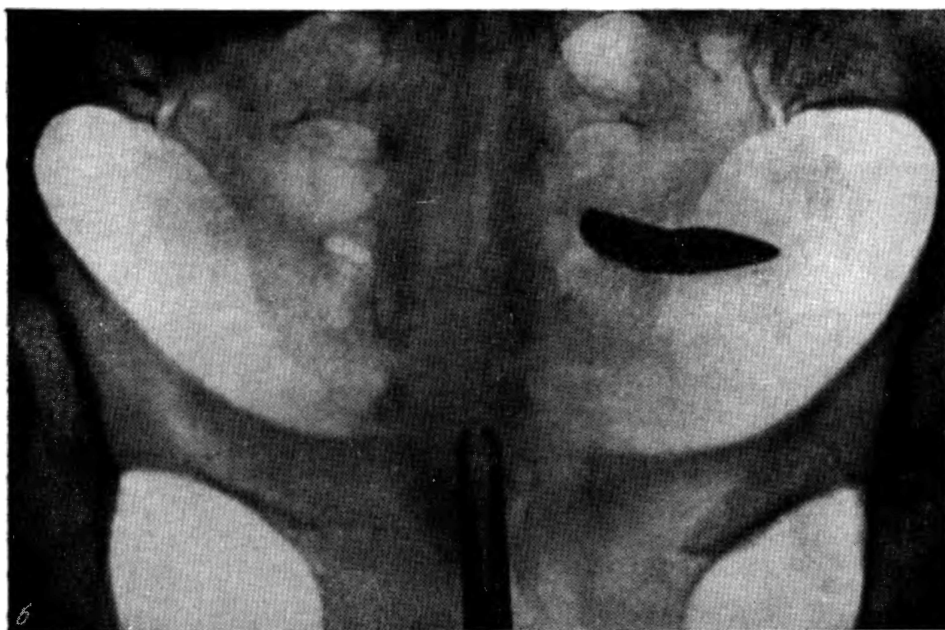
Рентгенограмма той же больной через 10 минут после введения контрастного вещества. Картина та же.
